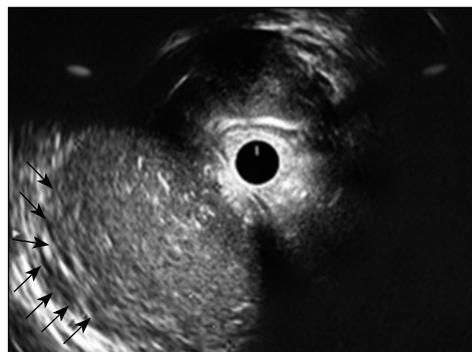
Ecografía endorrectal. Imagen ocupacional (6,8 x 4,3 cm) bien delimitada, quística, con ecos internos (probable componente mucinoso) (flechas negras).
